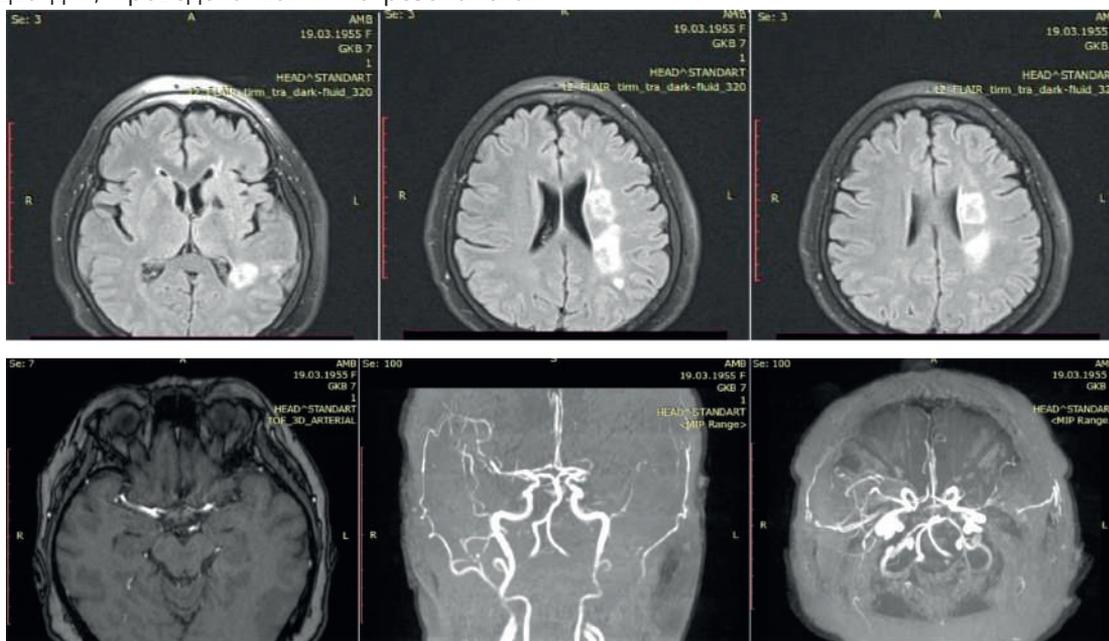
Магнитно-резонансная томография и магнитно-резонансная артериография головы показала сформировавшийся субкортикальный очаг ишемии в левом полушарии головного мозга и признаки окклюзии М1 сегмента левой средней мозговой артерии
